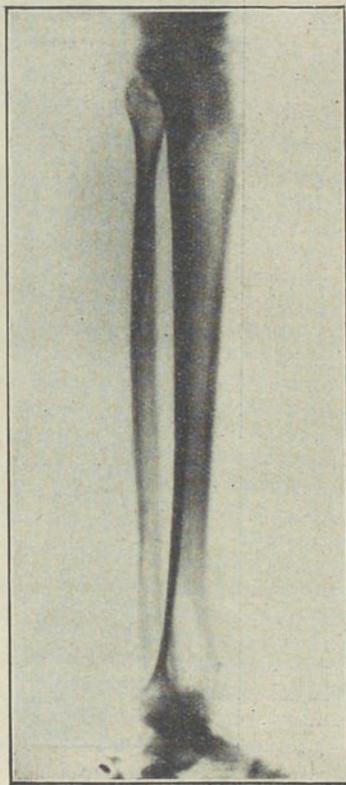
Radiografia mostrando a rarefação óssea.
